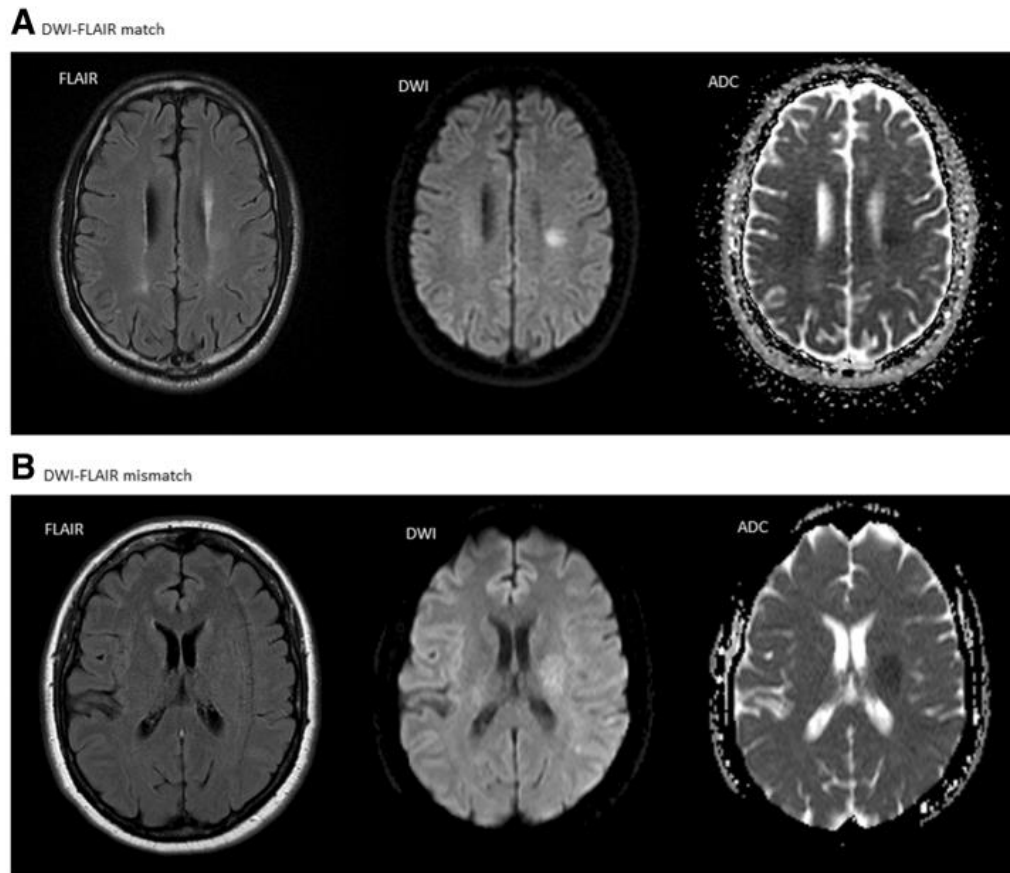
Exemplos representativos de DWI-FLAIR match (A) e mismatch (B). Adaptado de (11). © 2015 Odland et al. Licenciado sob CC BY 4.0 (<http://creativecommons.org/licenses/by/4.0>).
